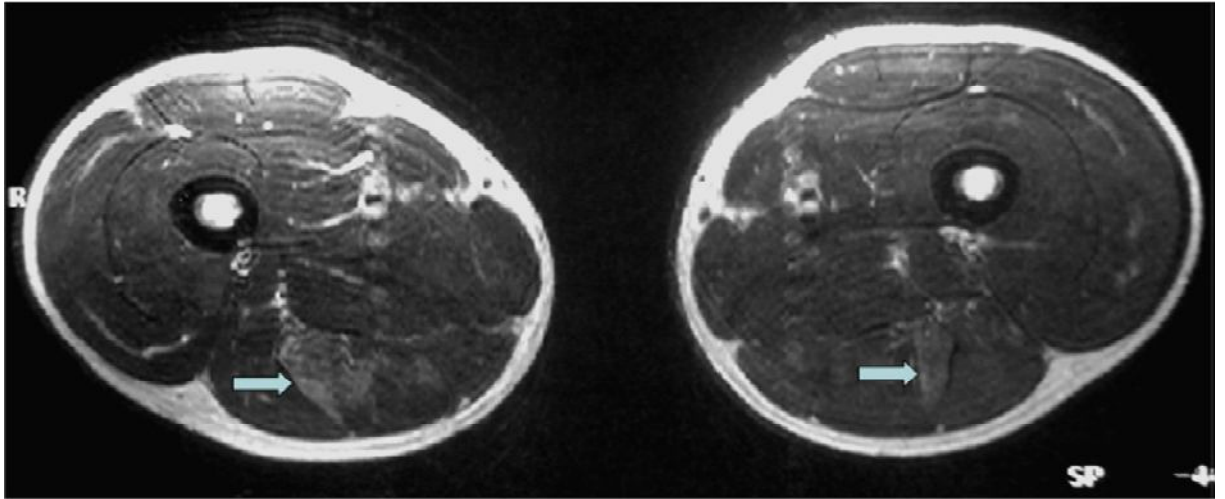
IRM des cuisses en coupes axiales, séquence T2 [56].
